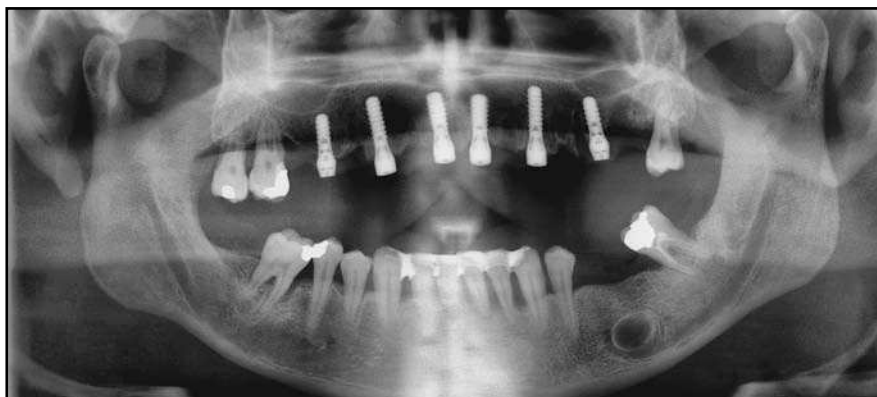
Radiografía panorámica de control tras la colocación del implante. Aunque presentan compromiso periodontal, el segundo y tercer molares y el tercer molar izquierdo del maxilar superior derecho no se extrajeron durante la cirugía para permitir controlar la dimensión vertical durante la provisionalización.
